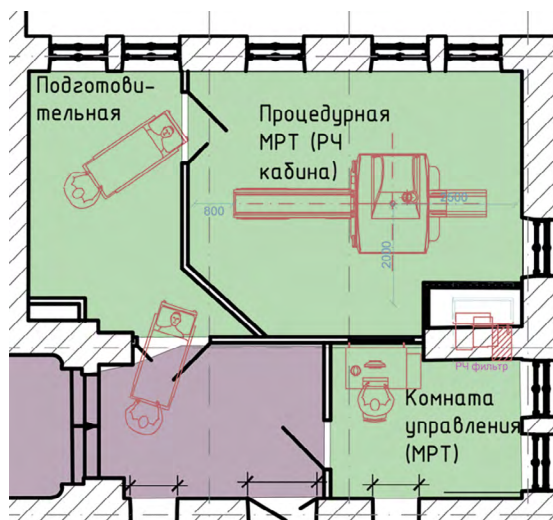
Пример плана кабинета МРТ с ошибкой проектирования: ступеньки на пути движения каталки
